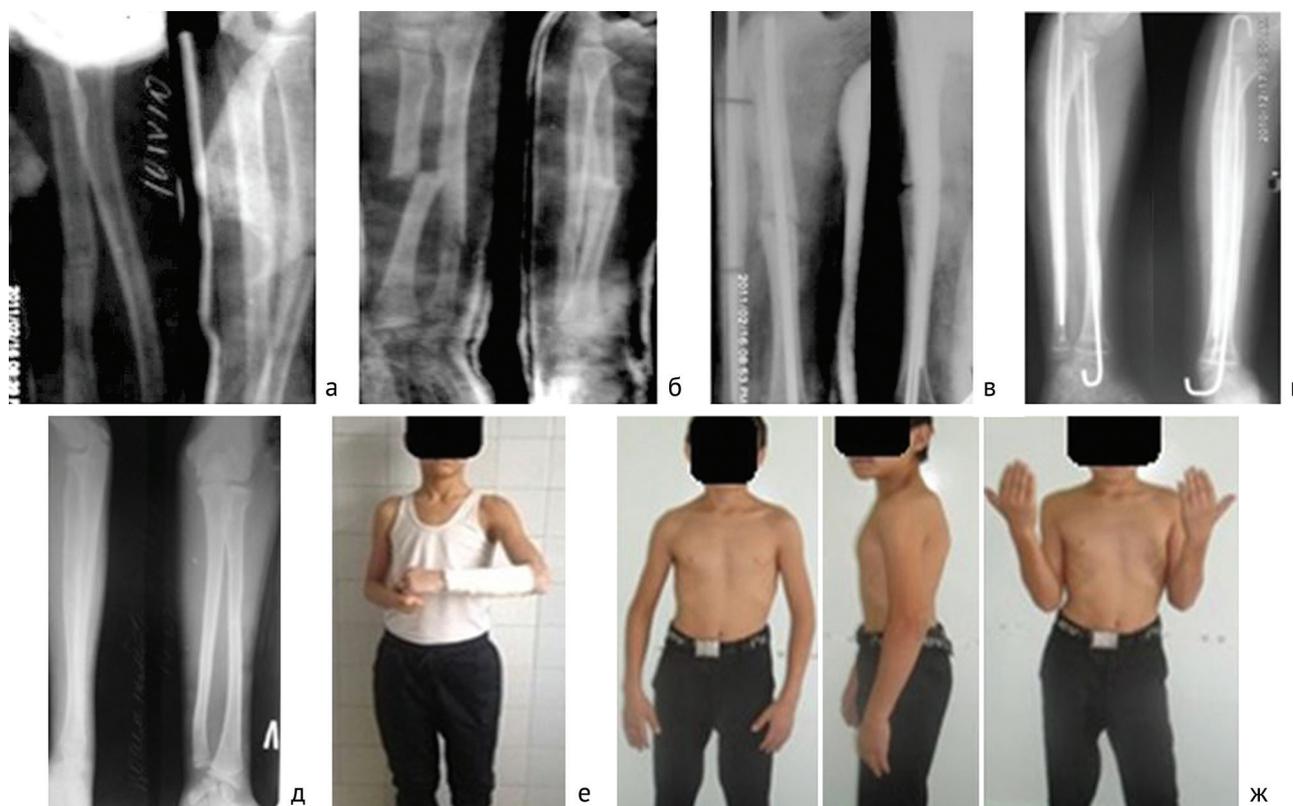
Рентгенограммы: а — первичный перелом; б — рефрактура; в — рефрактура после интрамедуллярного остеосинтеза; г — состояние регенерата через месяц; д — состояние регенерата через 9 мес. после операции. Фото больного: е — вид больного с наложением сегментарной гипсовой повязки; ж — функциональное состояние сустава
